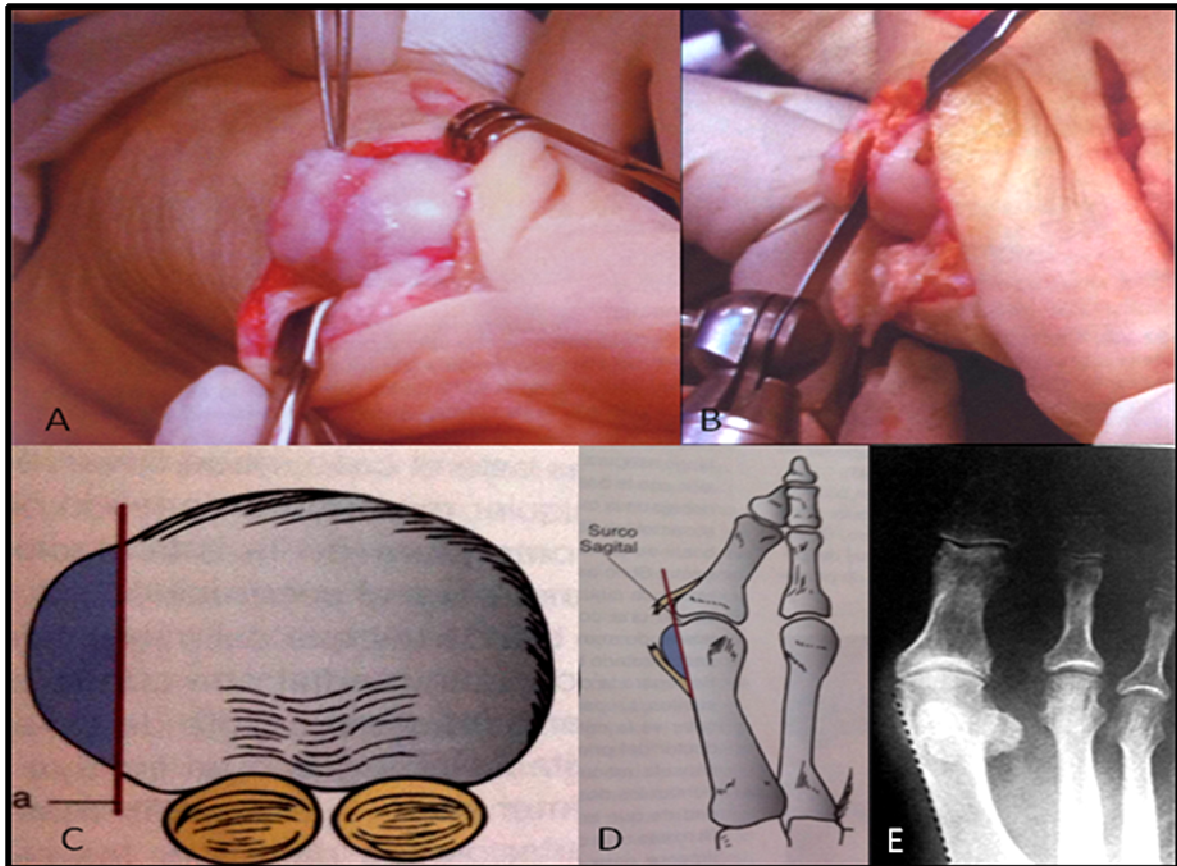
Resección eminencia medial. A: Cara medial de la cabeza del metatarsiano. B: Resección de la eminencia medial que se lleva a cabo en la proyección distal de la parte más medial de la diáfisis del primer metatarsiano. C: La resección de la exostosis debe realizarse de 1 a 2mm medial al surco sagital como indica la línea roja (a) y D: En línea con la parte más medial de la diáfisis metatarsiana. E: Radiografía anteroposterior de pie que demuestra la resección de la eminencia medial en línea con la parte más medial de la diáfisis metatarsiana.
